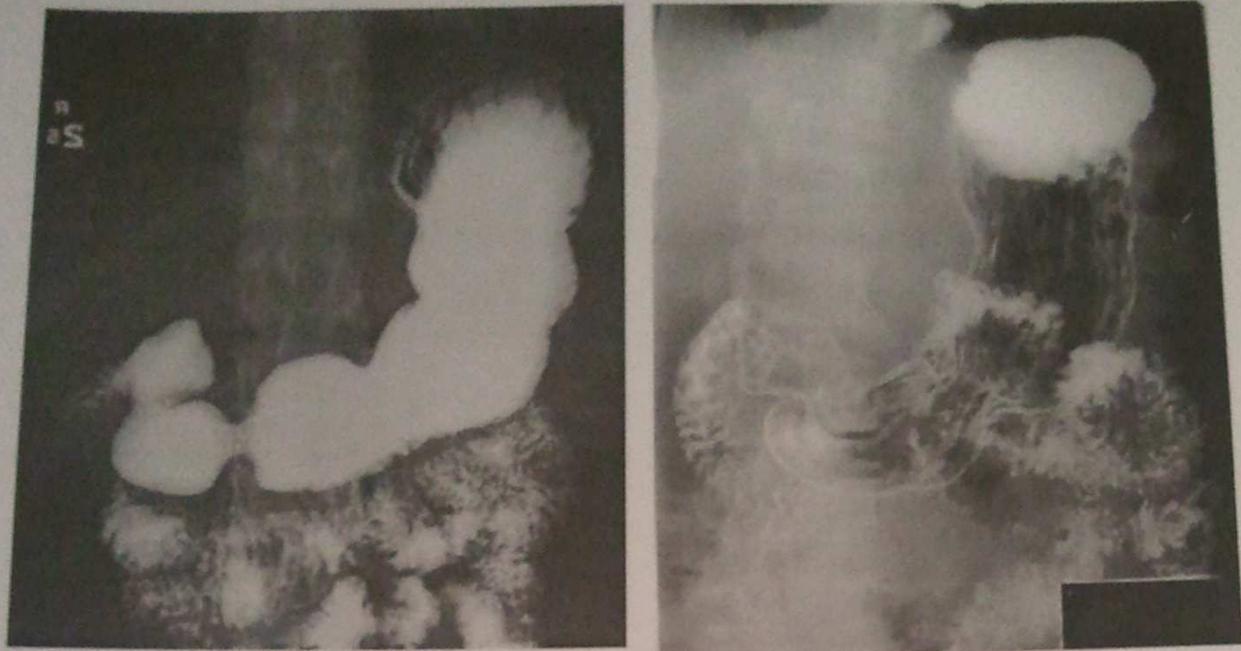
Рентгенограммы контрастированного желудка и двенадцатиперстной кишки в норме при тугом заполнении (слева) и двойном контрастировании (справа)
